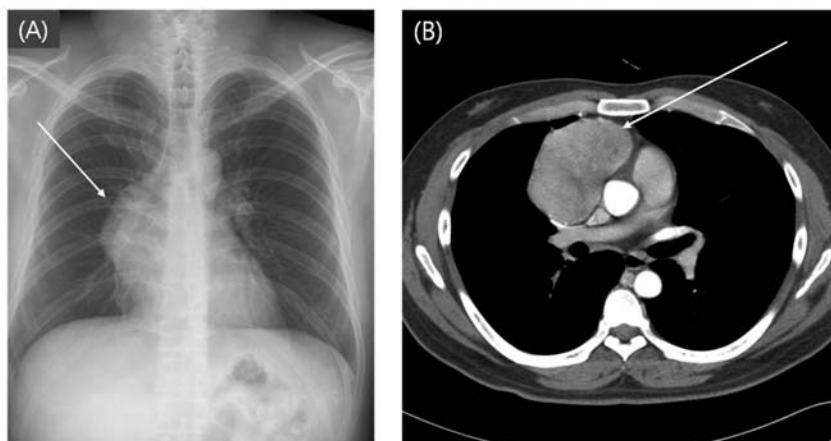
(A) Chest X-ray shows a bulging mass in medial aspect of right hemithorax. (B) Chest computed tomography reveals a large soft tissue mass (9×8×6 cm) in anterior mediastinum.
